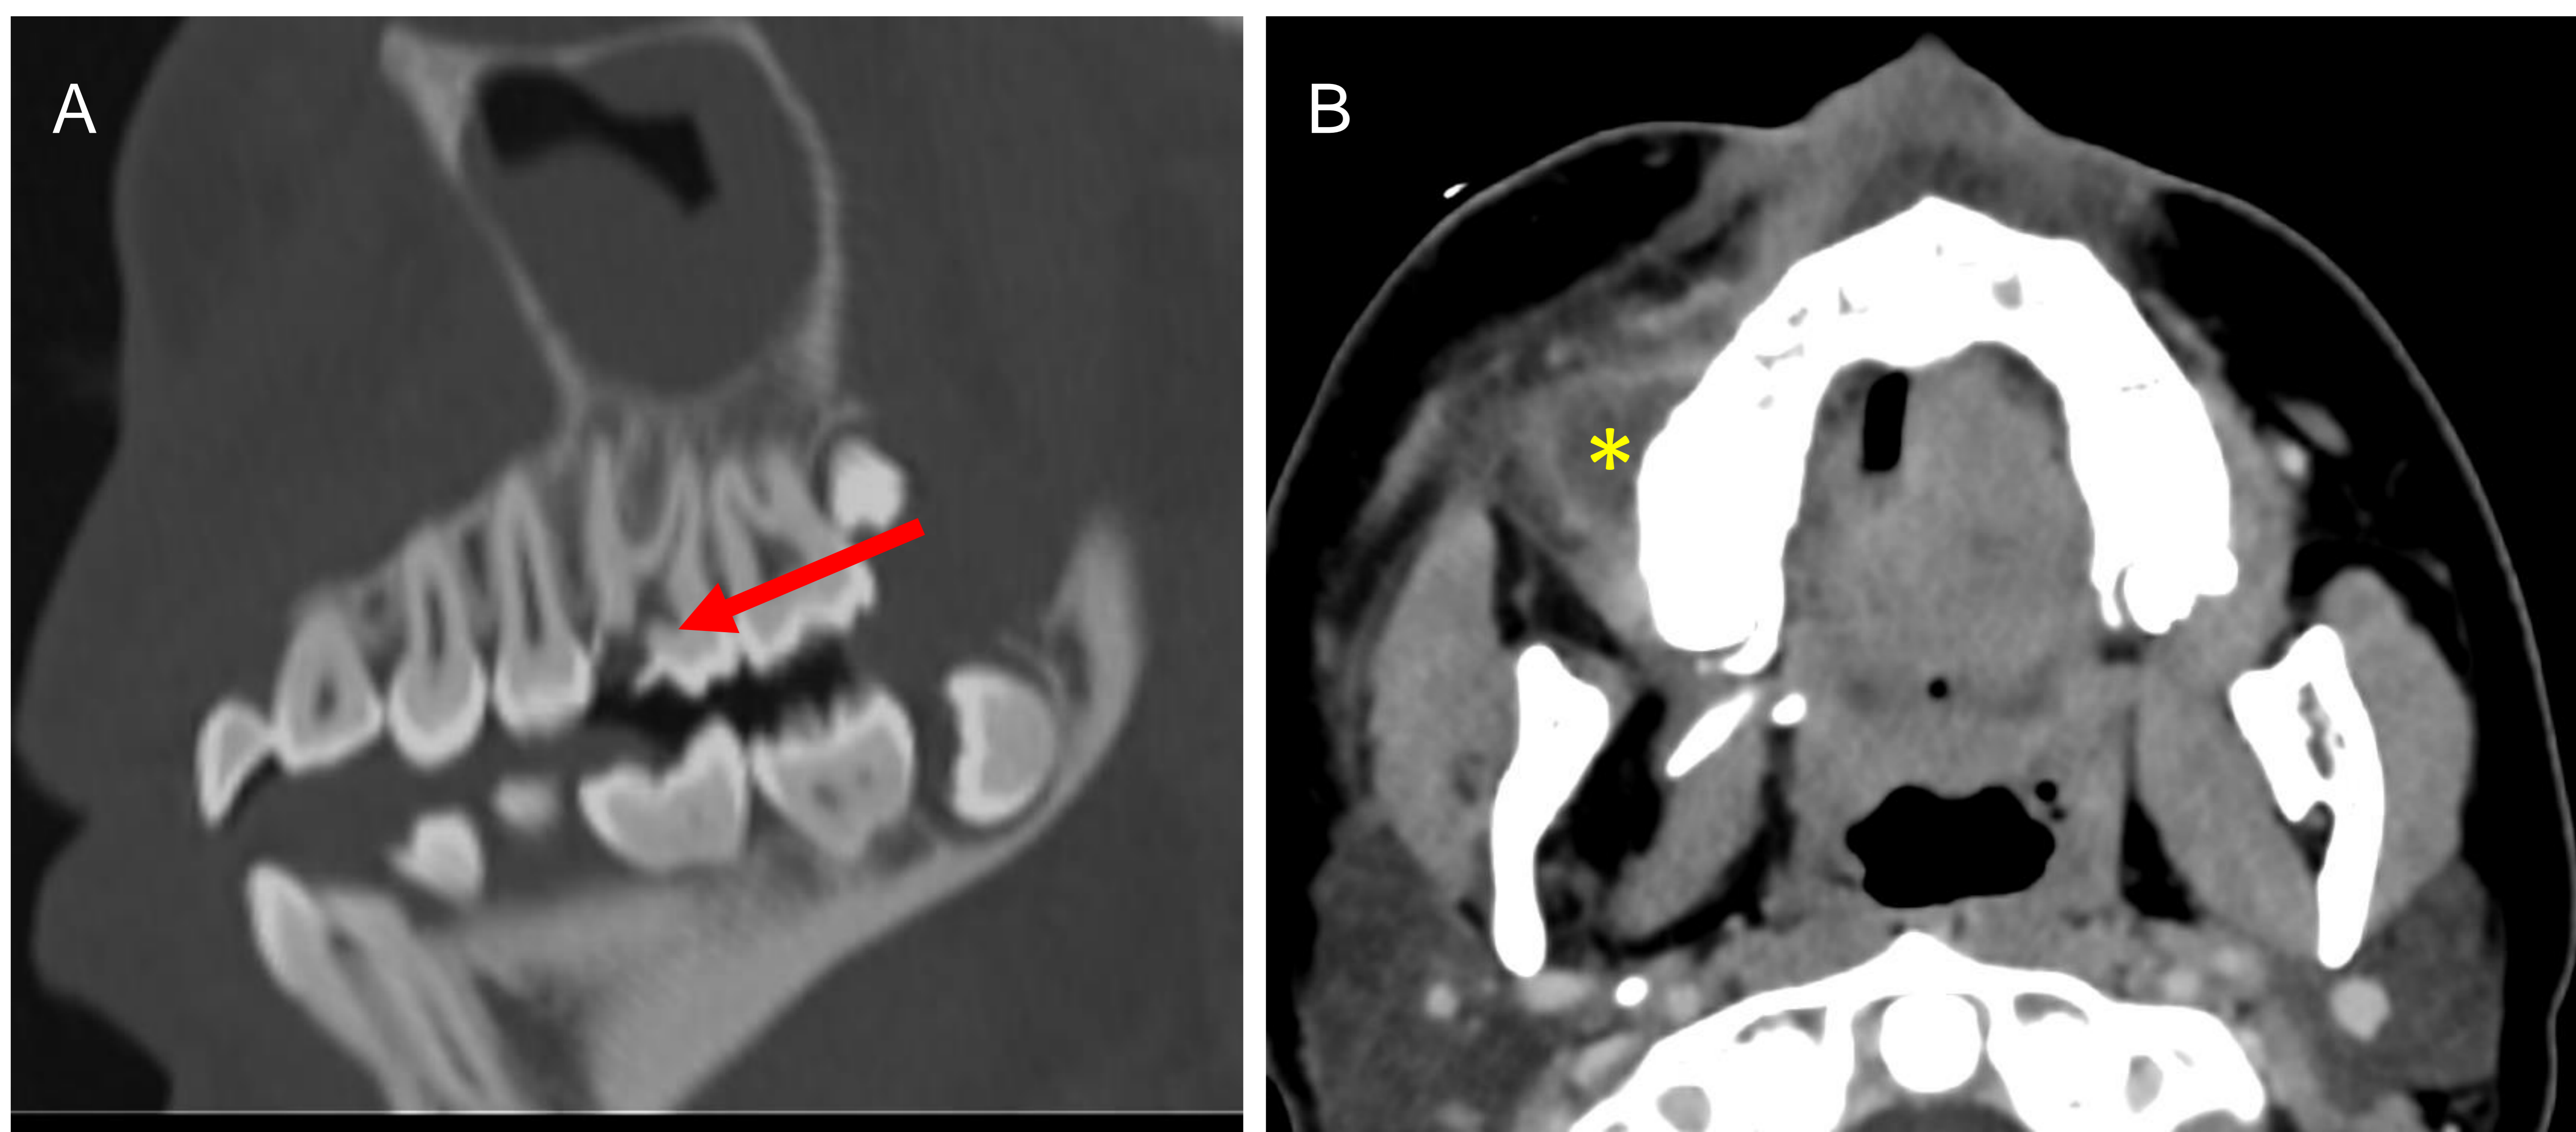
TC de cráneo con contraste intravenoso, ventana de hueso (A) y partes blandas (B). Caries en primer molar superior derecho (flecha) con colección líquida con realce periférica adyacente (asterisco) compatible con absceso odontogénico.
